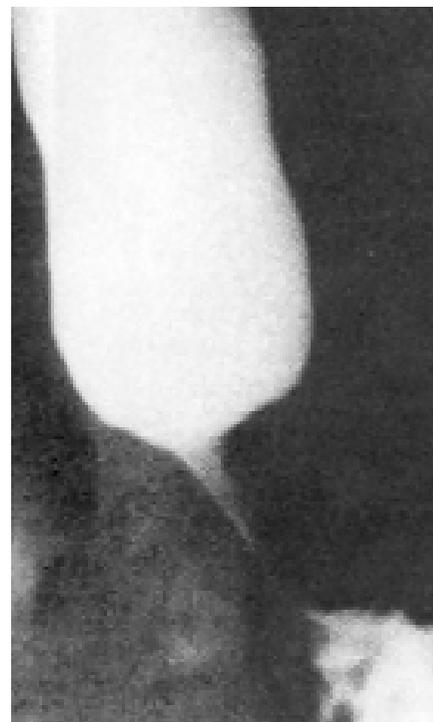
Radiografía esofágica de un paciente con Pseudoacalasia por carcinoma del techo gástrico.
